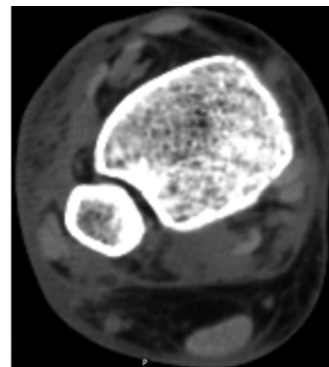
Комп'ютерна томограма правої нижньої кінцівки чоловіка 46 років
